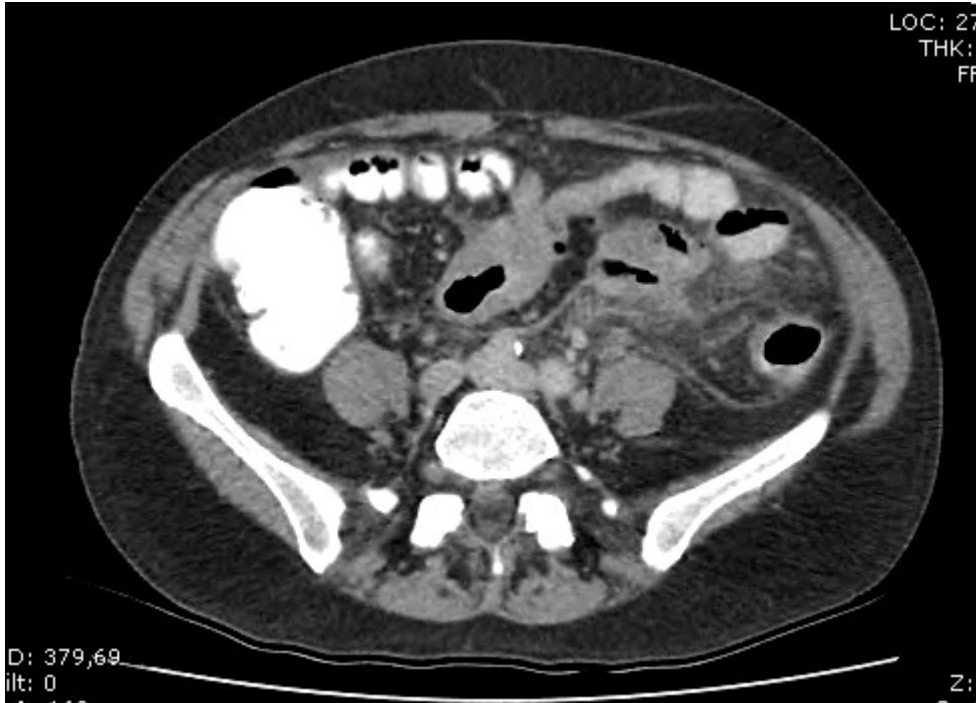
CT-Abdomen: Stadium 3A, modifiziert: akute Divertikulitis mit deutlicher Peridivertikulitis, Beispiel 2. Radiologische Praxis, Kreisklinik Tuttlingen
